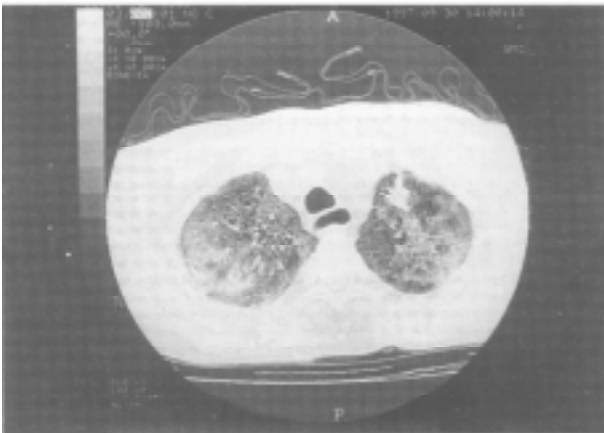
TAC; día 30-9-97
